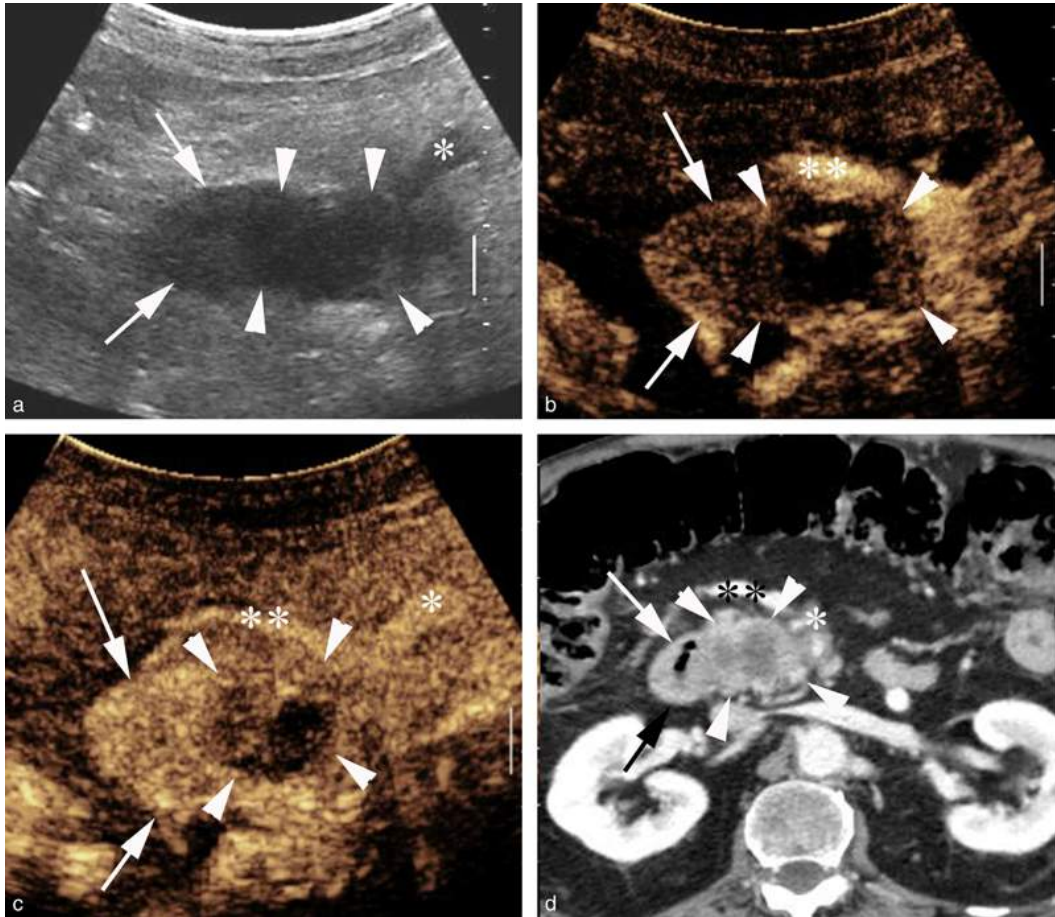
Échographie de contraste d'un volumineux adénocarcinome de la tête du pancréas.
